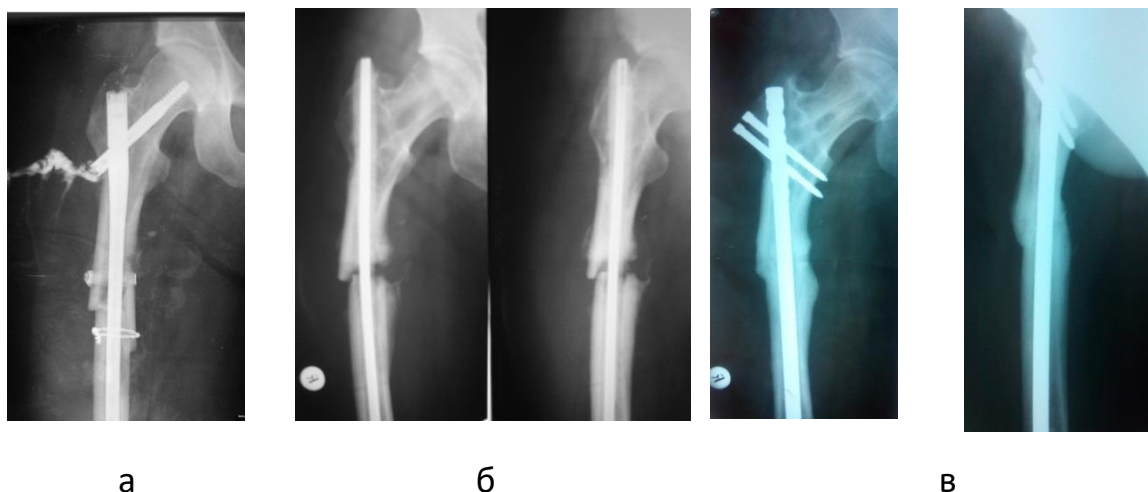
Рентгенограми хворого К.
